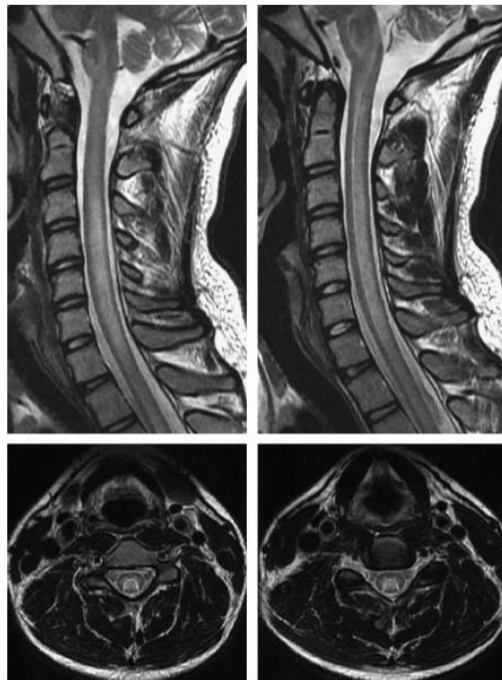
Cervical MRI demonstrated an increase of signal in T2 in the interior of the spinal cord.
